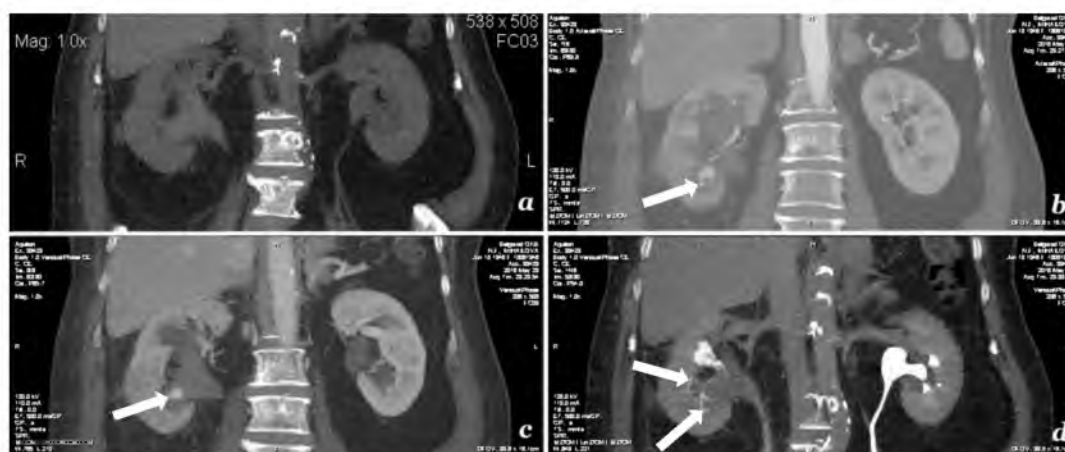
Спиральная компьютерная томография пациентки М. с отсроченным кровотечением после ПНЛТ:
